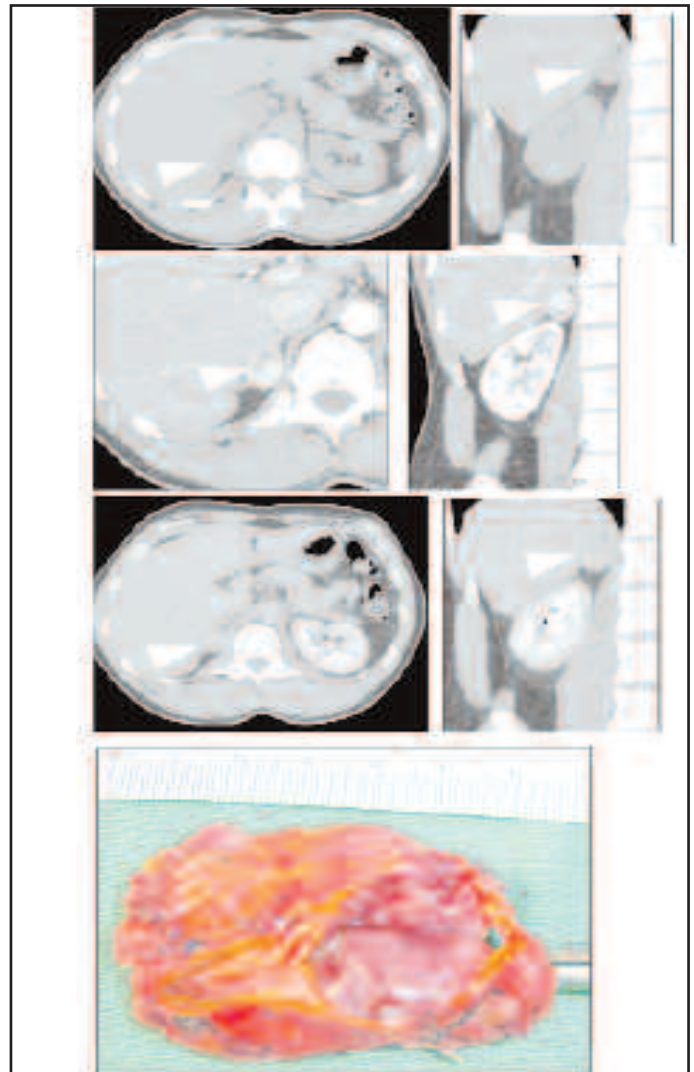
a: Phéochromocytome TDM
